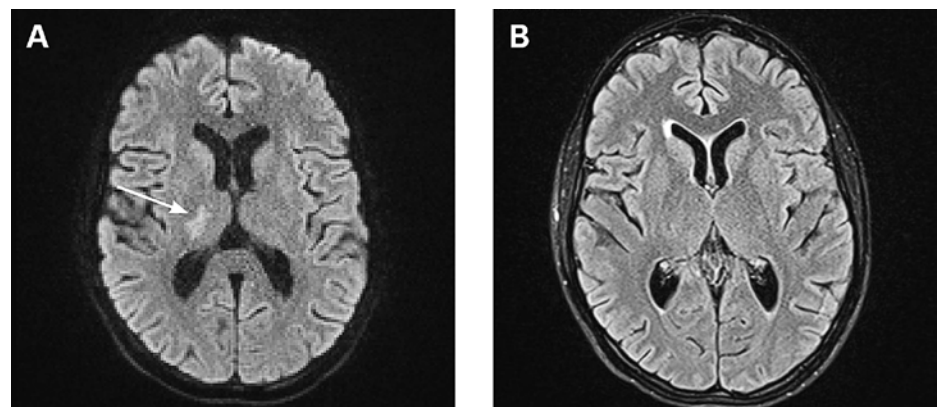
Magnetresonanztomogramm des Neurokraniums nativ, Diffusionssequenz (DWI; A) und Flair-Sequenz (B), Transversalschnitt. DWI-Flair-Mismatch: Während in der DWI eine Hyperintensität zu sehen ist (Pfeil), fehlt diese in der Flair-Sequenz, was einer akuten Ischämie (<4,5 Stunden seit Beginn) entspricht.
